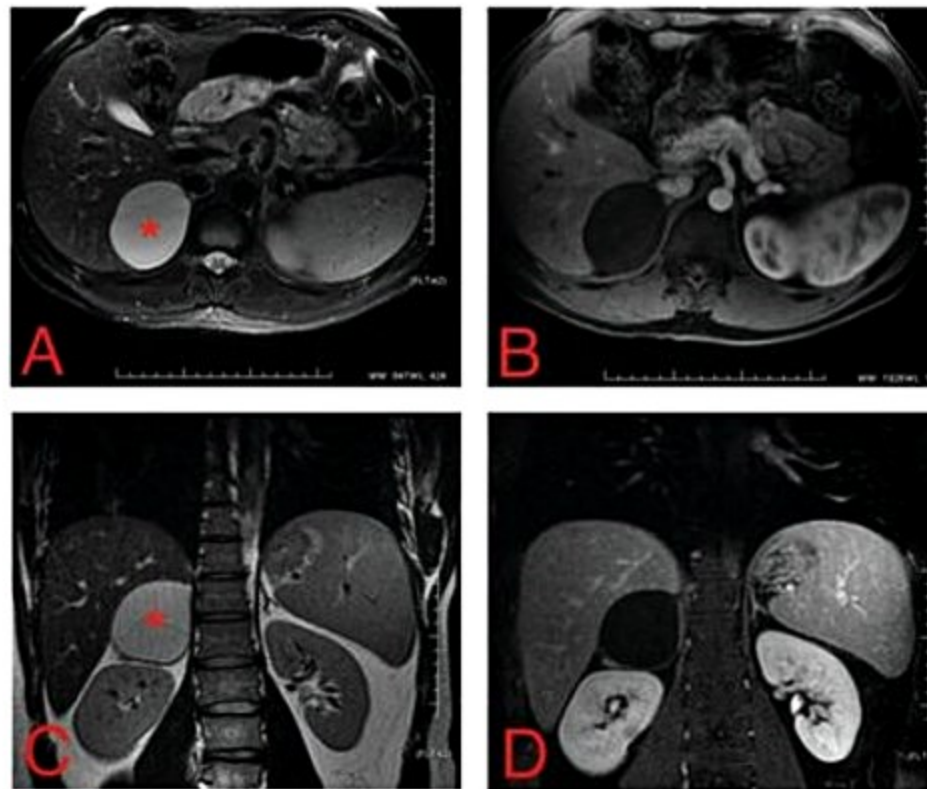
Formação cística simples na adrenal direita, bem caracterizada à RM. As imagens ponderadas em T2 com e sem supressão de gordura (A e C respectivamente) demonstram uma formação nodular com alto sinal homogêneo em T2 (asteriscos), com paredes finas e regulares e que não apresenta nenhum componente de realce pelo contraste (B e D).
